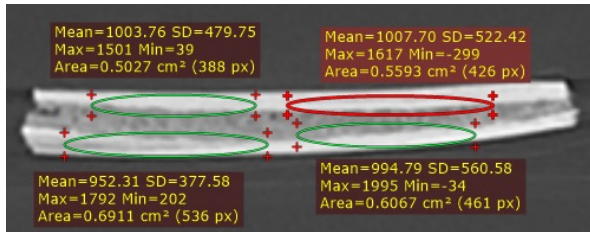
Аксіальний зріз КТ ребра 2
